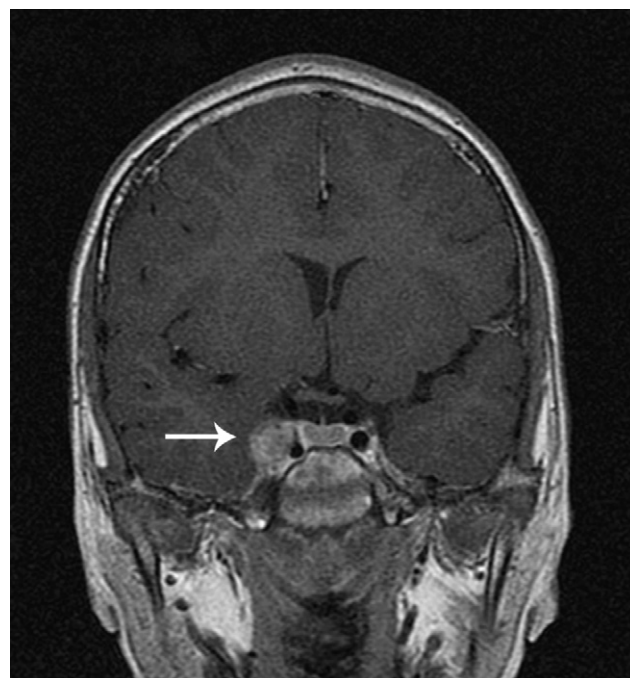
MRI after 8 weeks of treatment: no evidence of right sinus cavernous thrombosis, with pseudoaneurysm of the right intracavernous carotid artery.
